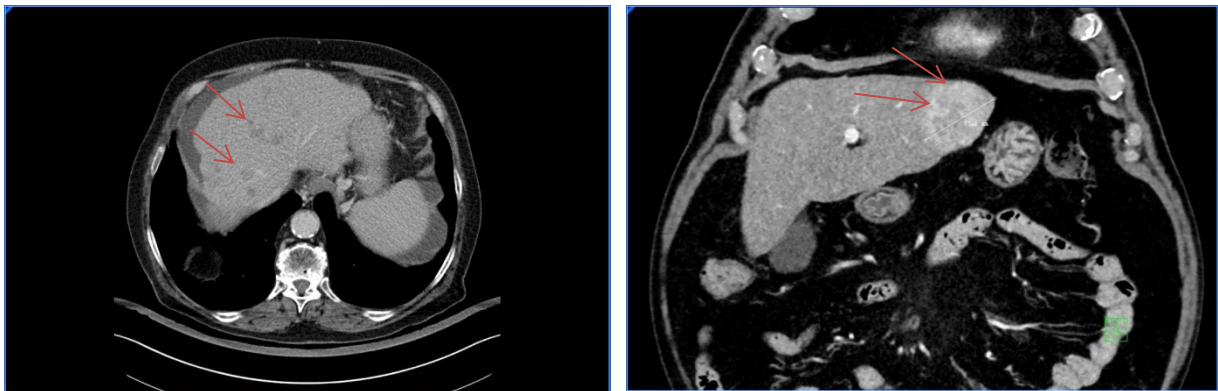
Computertomographisches Bild eines hepatozellulären Karzinoms (Pfeile) im Querschnitt (links) und Längsschnitt (rechts; Abbildungen freundlicherweise zur Verfügung gestellt von PD Dr. Kämmerer, Zentralklinik Bad Berka)
